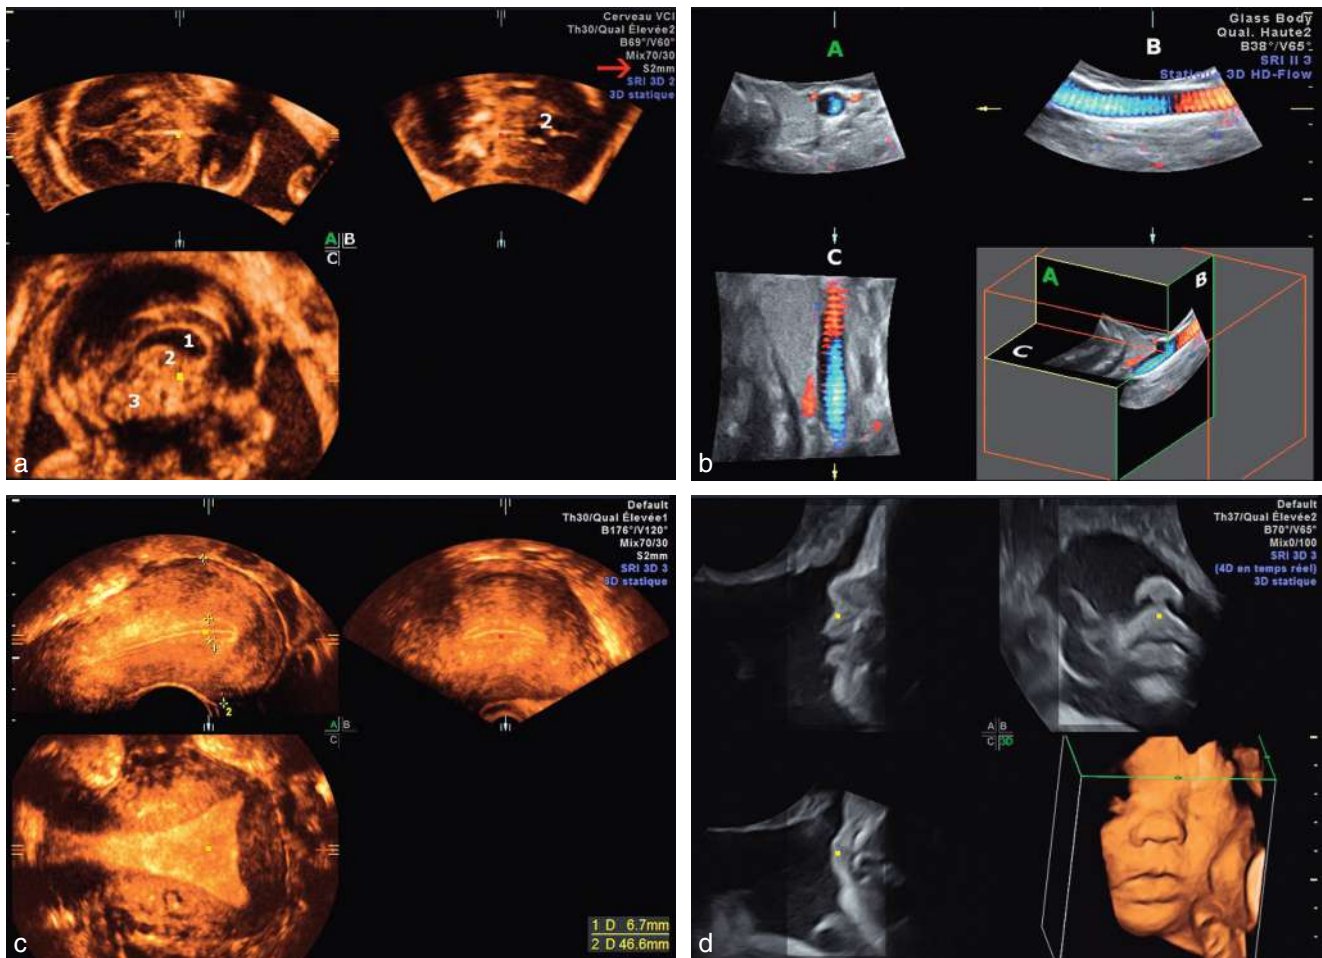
Restitution d'un volume en « triplan ». a. Triplan au niveau céphalique. Le plan A est le plan de BIP. Le plan B est perpendiculaire et correspond à la coupe frontale. Le plan C est perpendiculaire à l'axe de la sonde et on la fait glisser dans la scissure interhémisphérique qui révèle le septum lucidum (1), le V3 (2) et le vermis (3). On a choisi le mode VCI « coupe épaisse » réglée à 2 mm (→), ce qui augmente le contraste. Le point d'intersection des plans est symbolisé par un petit carré rouge ou jaune apparaissant sur chaque fenêtre. b. Mode triplan avec Doppler couleur d'un gros vaisseau. Fusion d'une acquisition volumique en échelle de gris et en couleur (*glass body*). Sur l'écran, en position D (en bas à droite), le système de boîtes (niches) aide à s'orienter dans le volume. c. Utérus en triplan : extraction d'une coupe frontale de la cavité, coupe épaisse 1 mm (fine), mesures faciles de l'utérus. d. Triplan du massif facial. Après mobilisation des plans, on affiche en A le plan du profil; en B, le plan frontal (coupe de la moustache); en C la lèvre supérieure avec l'arc osseux du maxillaire supérieur; en D, le rendu volumique en mode surfacique.
